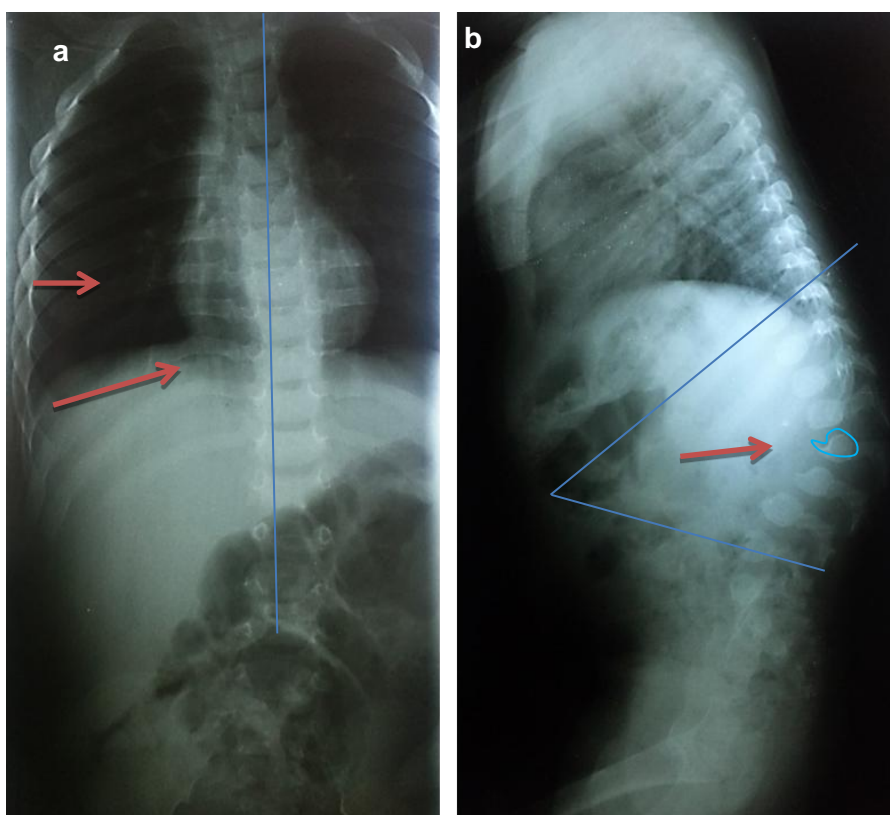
a) Radiografía de columna anteroposterior, con inclinación lateral hacia la derecha y ensanchamiento de los arcos costales. b) Radiografía de columna lateral con cifosis tóraco-lumbar y vertebras en forma de zapato sueco.
